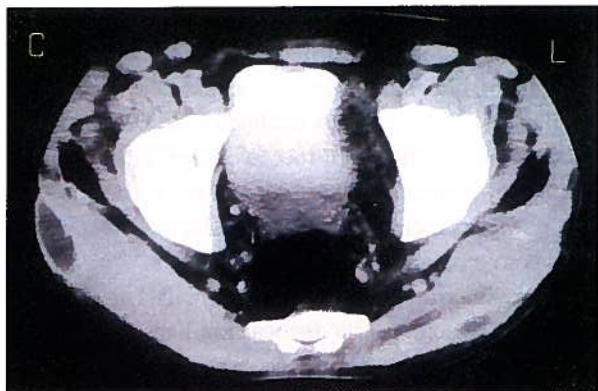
Tomografia Axial Computorizada pélvica - Linfadenomegália inguinal direita e abscesso em ambos músculos glúteos, mais evidente à direita
